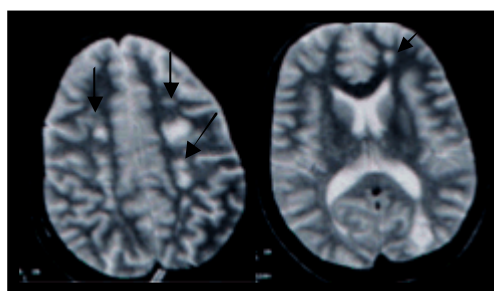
RM do crânio. Axial T2. Múltiplos focos de hipersinal (setas) em mbos hemisférios cerebrais (infartos em zonas de fronteira).
